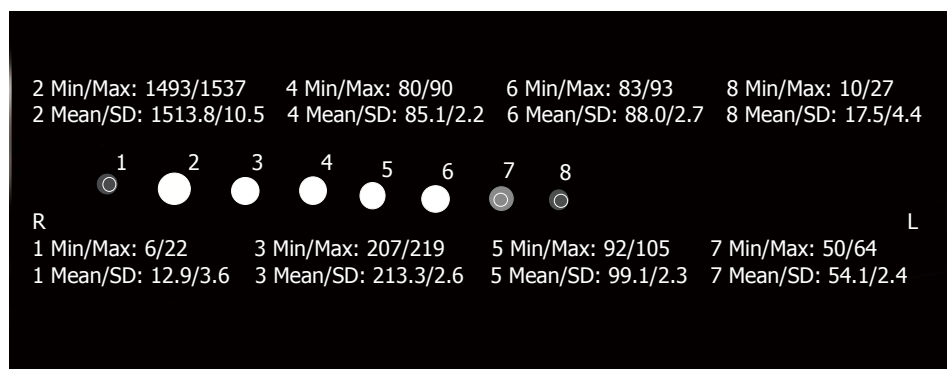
尿标本CT切面图. 图为患者造影前、造影剂后2、4、6、8、10、12、14 h共8个时间点的尿标本CT切面图. 亮度不同造影剂的含量不同, 根据CT值来判断造影剂的排泄情况.
